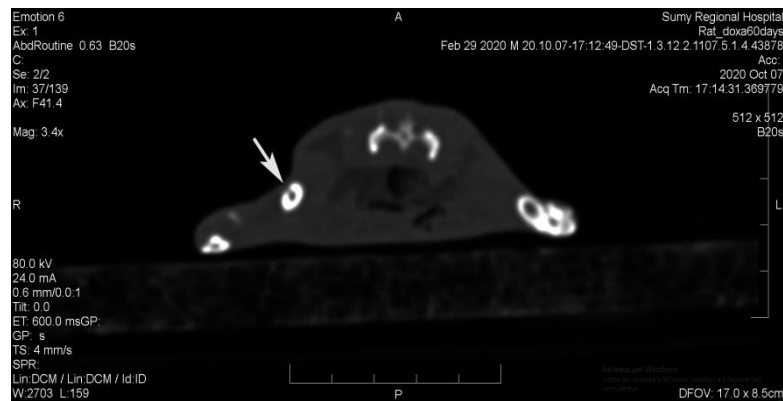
Комп’ютерна томограма лівої стегнової кістки щура на 60-ту добу експерименту в разі введення доксорубіцину. Дефект кортикального шару лівої стегнової кістки.
